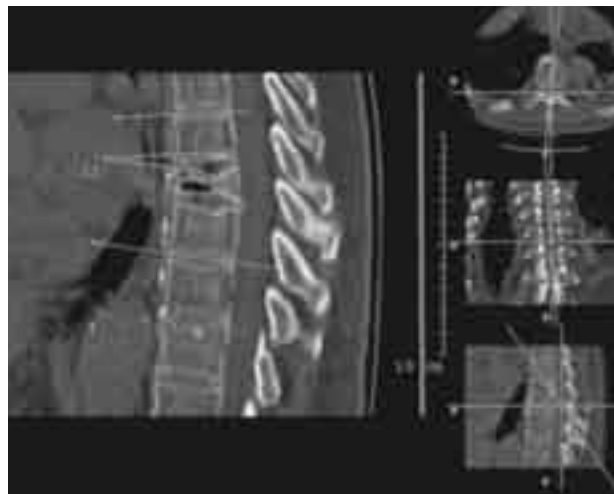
TC de columna toracolumbar con imagen compatible con fractura del pilar anterior de T8 con importante reabsorción ósea central y anterior, observándose importante cantidad de aire intraóseo indicando osteonecrosis.
